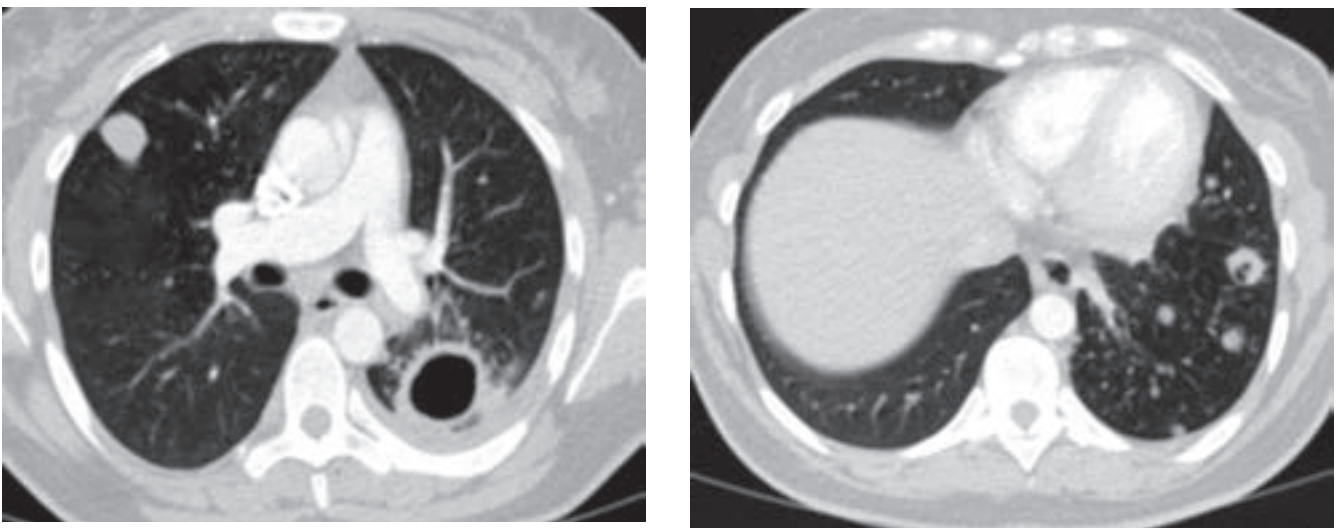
CT nález pacienta z kazuistiky 2 – 5 mesiacov po operácii
